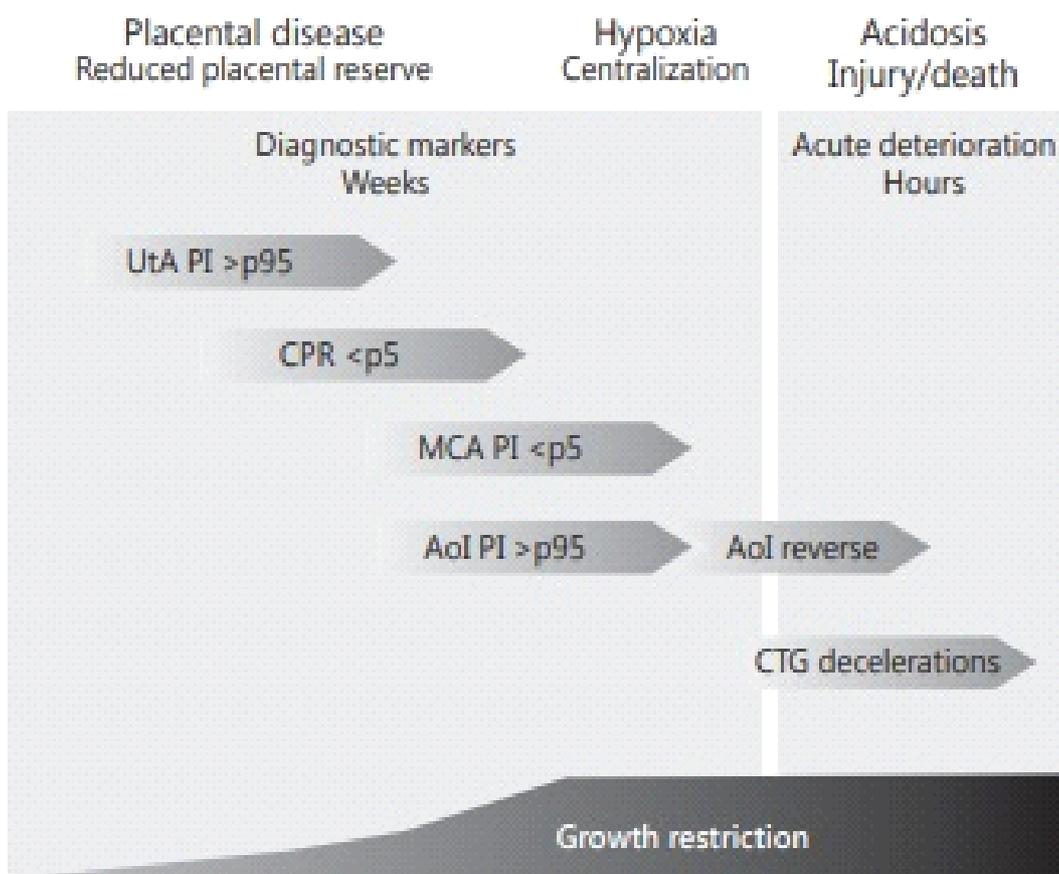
Sequência de alterações ao *doppler* do CIUR.
